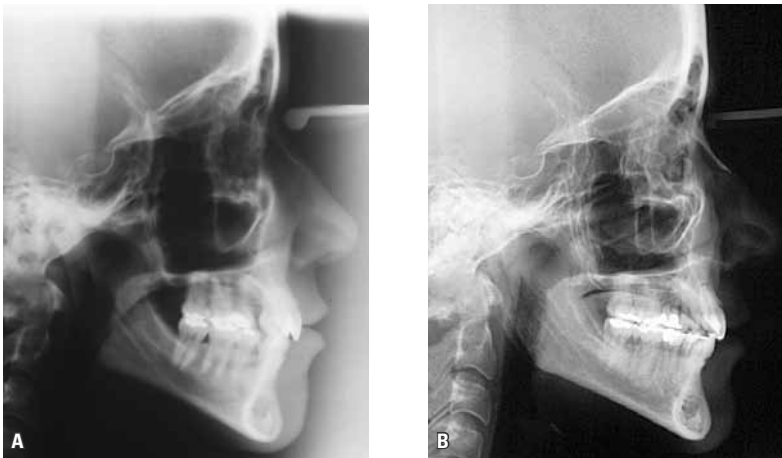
Comparação das radiografias cefalométricas inicial (A) e final (B), revelando as alterações dentárias realizadas no tratamento.
